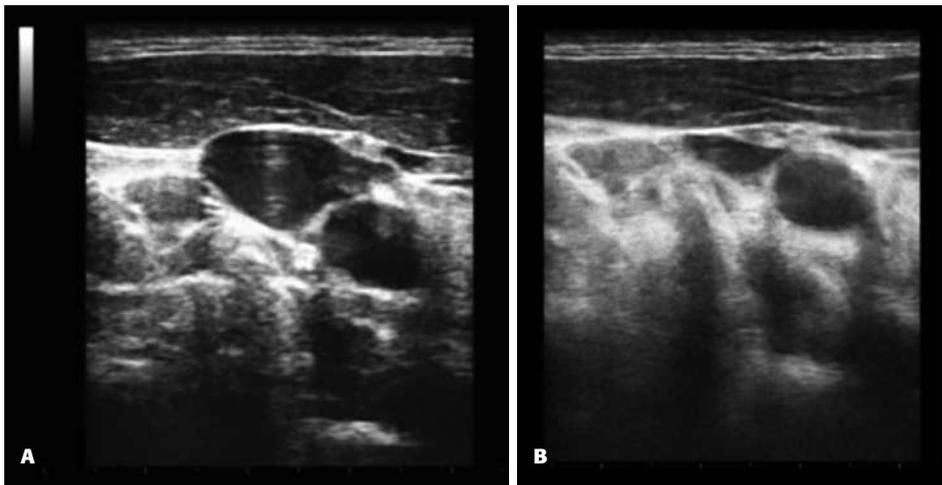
• Compressione della vena giugulare interna con la sonda ecografica; la carotide mantiene solitamente il suo lume.
